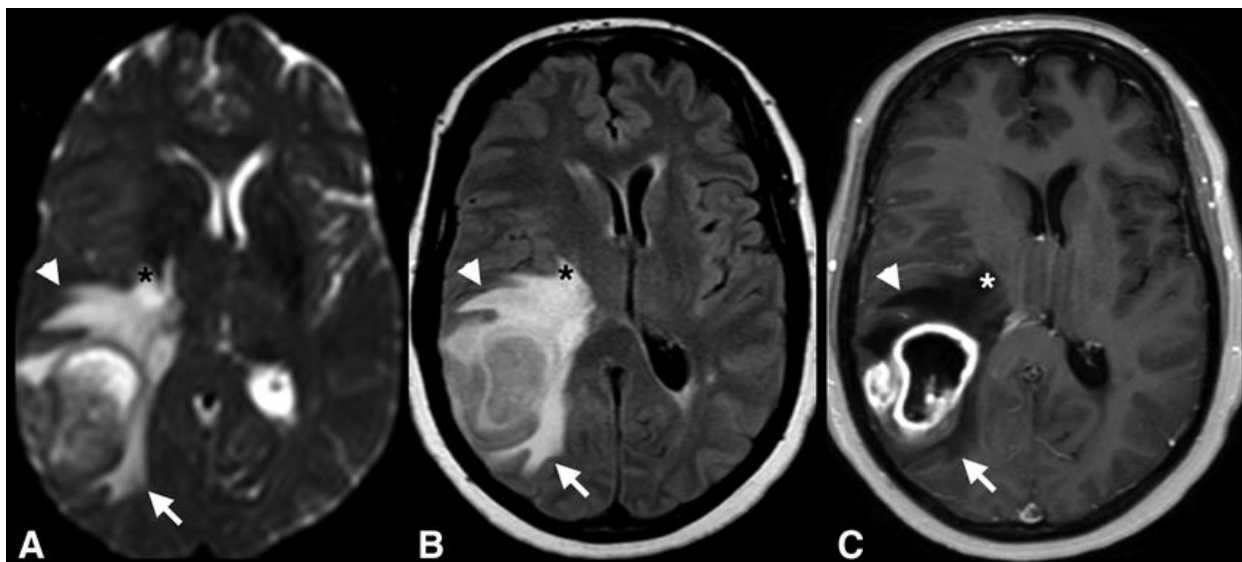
Магнитно-резонансная томография головного мозга 60-летней пациентки с диагнозом правосторонняя глиобластома IDH дикого типа, ассоциированная с мутацией гена EGFR (ADC-карта (A), изображениях T2-FLAIR (B) и T1w с гадолинием (C)) [4].
